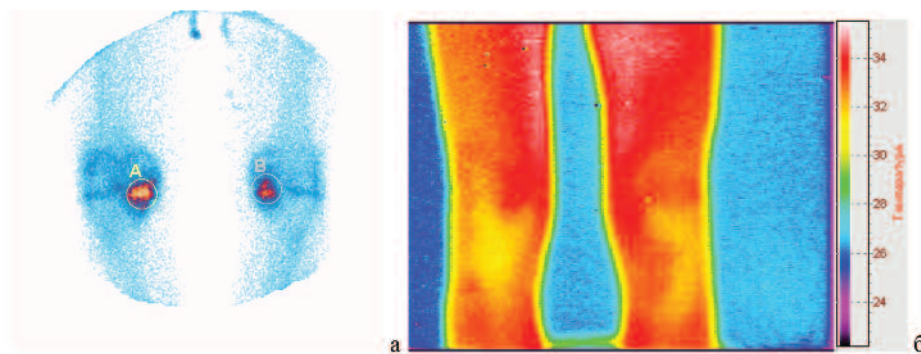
Остеосцинтиграма (а) і термограма (б) в передній прямій проекції хворого С. із загостренням дегенеративного процесу у колінних суглобах.
